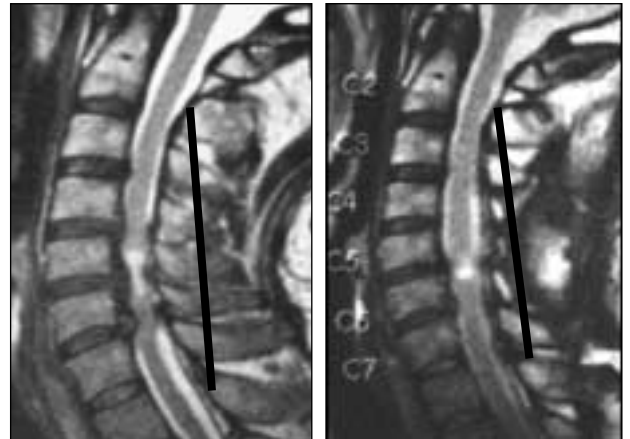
Preoperatorio y posoperatorio. RM T2 sagital. Acercamiento entre la cara anterior de la médula y la línea espinosa posterior.
